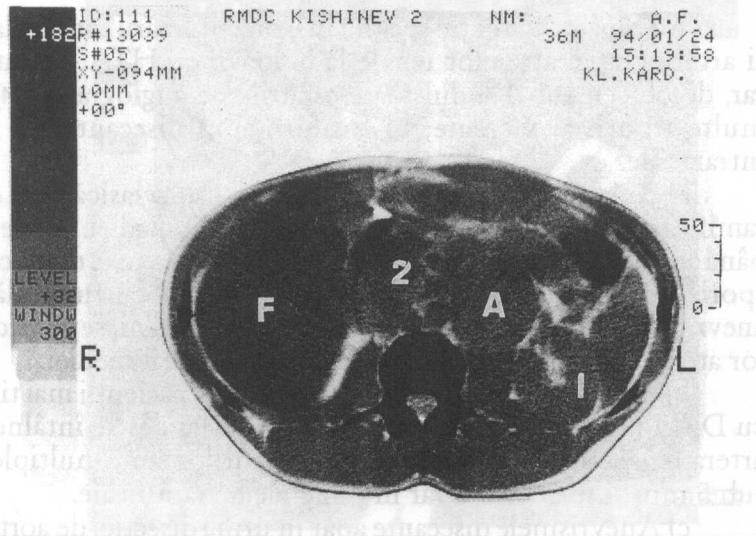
Tomografia computerizată abdominală la bolnavul S. Pe stânga între rinichi (1) și aortă (2) se depisteează o formăjune de volum (A) cu vase aferente.
